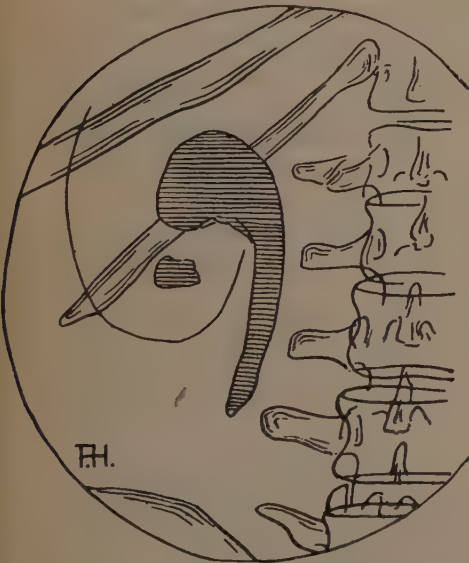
Nie ein klinisches Urteil fällen auf Grund einseitiger Röntgenuntersuchung. In der linken Niere ein walnußgroßer Stein im Nierenbecken mit 7 cm langem Ausläufer in den Ureter hinein („Pfeifenstein“) und kirschgroßer Stein im unteren Pol. Ein operativer Eingriff ohne Röntgenuntersuchung der rechten Seite könnte verhängnisvoll werden (s. Abb. 4). Abb. 3 ist versehentlich seitenverkehrt reproduziert.)
